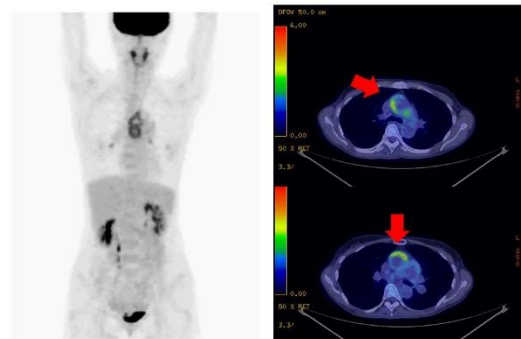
縦隔部大動脈に沿った高集積が認められたFDG PET/CT画像
